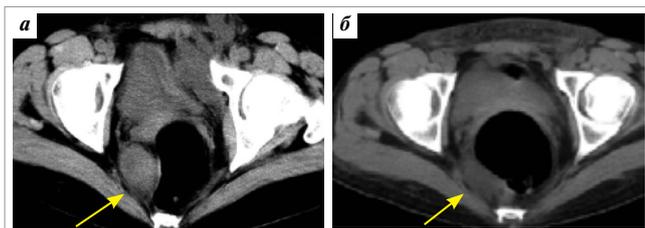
Компьютерные томограммы таза больной М.: а — до удаления аллопочки: метастаз в параректальную клетчатку; б — через 4 мес после удаления аллопочки: регрессия параректального метастаза
